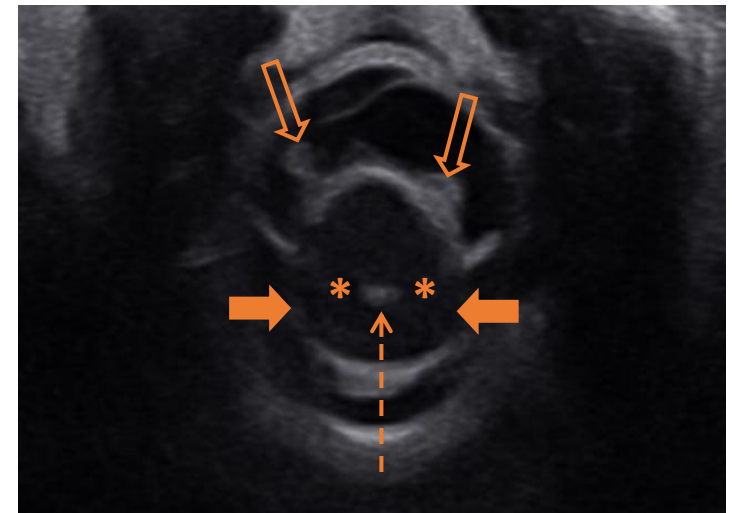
Ecografía en plano transversal de la médula espinal (flechas sólidas) justo por encima del cono medular. Raíces nerviosas dorsales y ventrales (flechas vacías) rodean el cordón, cuyo parénquima (asteriscos) es hipoeicoico con un complejo ecogénico central (flecha discontinua).
